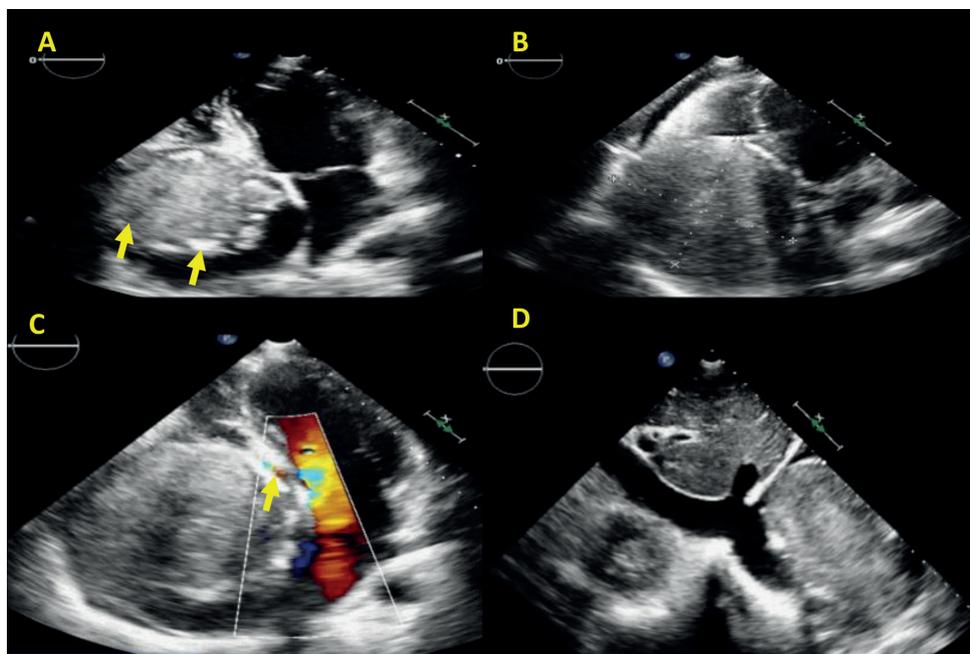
Ecocardiografia transtorácica: A: Projeção apical de quatro câmaras, demonstrando massa heterogênea, vacuolizada, com focos de calcificação, determinando deslocamento apical dos folhetos da valva tricúspide; B: Projeção apical de quatro câmaras direcionada para cavidades direitas com medidas da massa, que preenche quase completamente o átrio direito já dilatado; C: Projeção apical de quatro câmaras, com avaliação de fluxo intracavitário ao Doppler a cores, evidenciando velocidade aumentada do fluxo diastólico do átrio direito para o ventrículo direito; D: Projeção subcostal, demonstrando veia cava inferior e ramos hepáticos dilatados, sem massas em seu interior.
